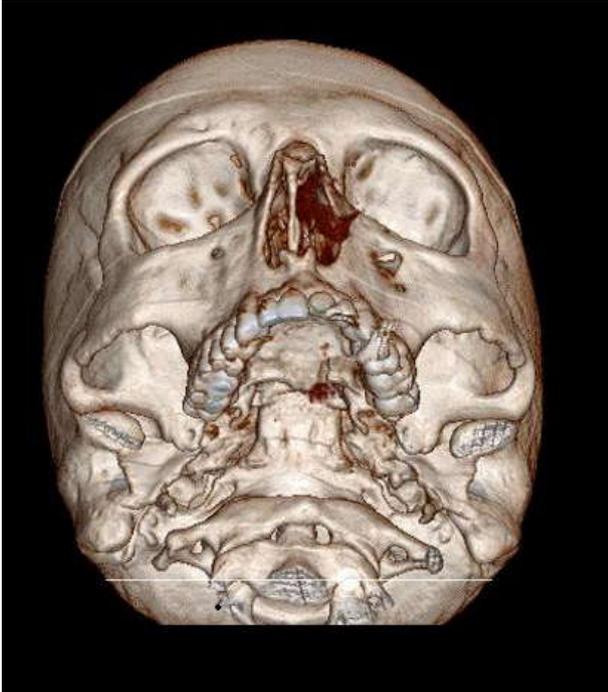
TC de macizo facial con reconstrucción 3 D. No se objetivan fracturas faciales, leve desviación del septum nasal hacia la derecha.
